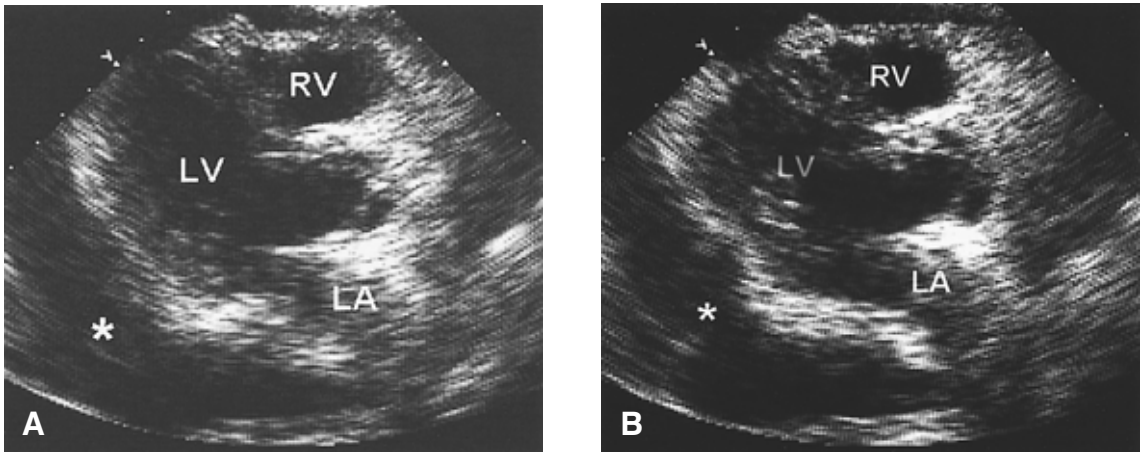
Baseline 2D-echocardiography in end-diastole (A) and end-systole (B) reveals large amount of pericardial effusion (*) with preserved left ventricular systolic function.
